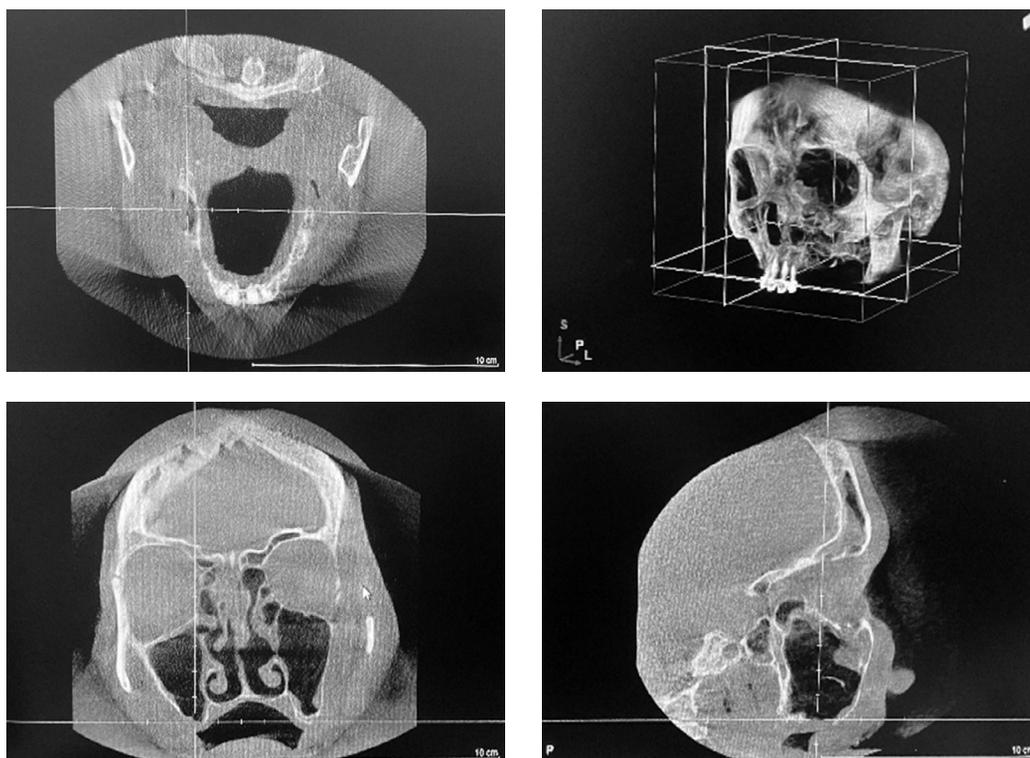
Конусно-лучевая компьютерная томография: кистогранулема зуба 1.6, затемнение правой верхнечелюстной пазухи (экссудативный компонент)
